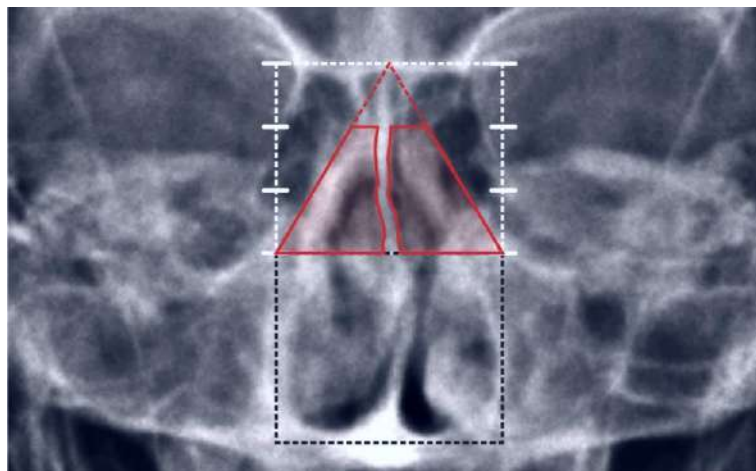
Teleradiografía de frente. Área nasal media superior.
